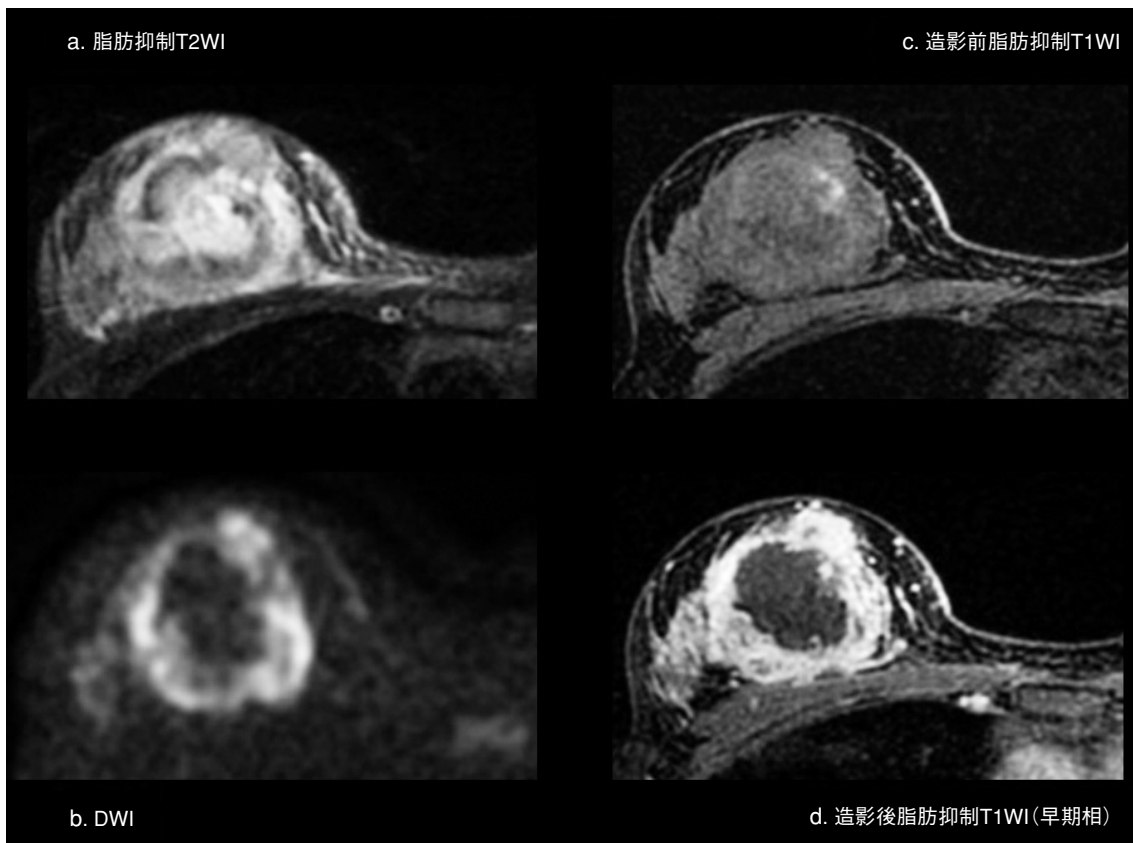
乳房MRI : a. 脂肪抑制T2強調像 b. 拡散強調像 c. 造影前脂肪抑制T1強調像 d. 造影後脂肪抑制T1強調像(早期相)
